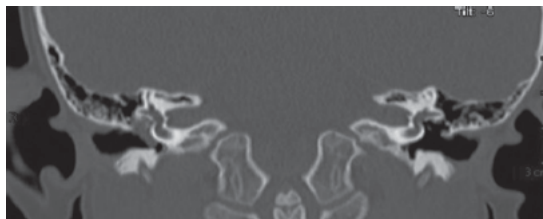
Tomografia computadorizada de ossos temporais, corte coronal, com conteúdo de partes moles ocupando orelha média. Visualizam-se alargamento do espaço de Prussak e erosão do esporão de Chaussé. Dados sugestivos de colesteatoma.
